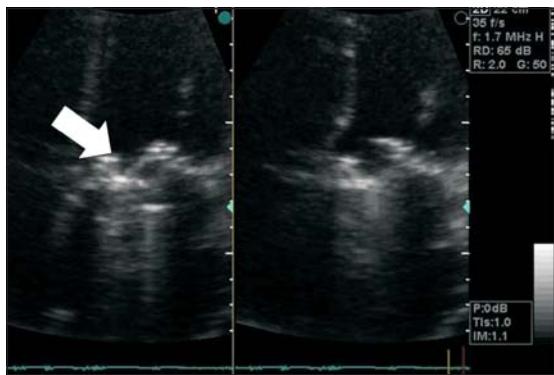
Ecocardiograma transtorácico. Se observa disco mitral septal inmóvil (flecha)
